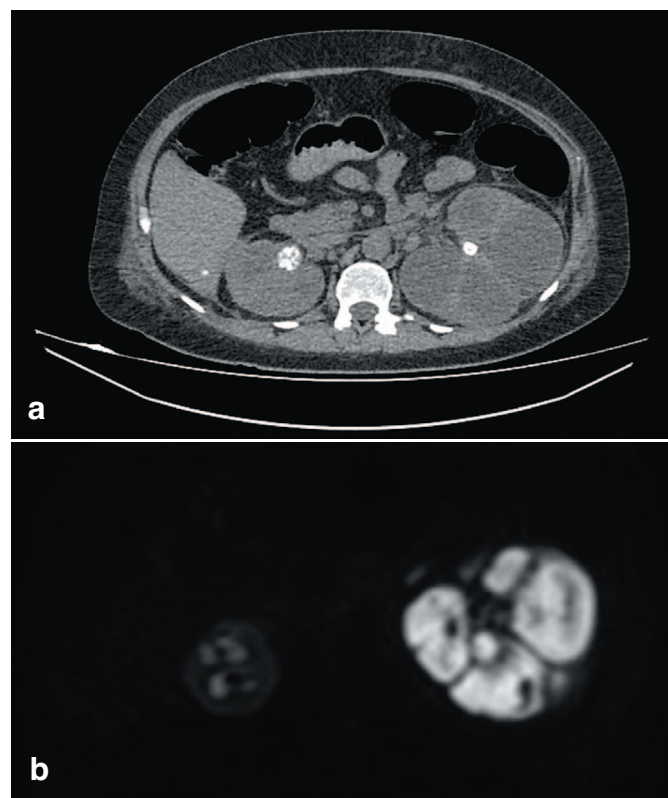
(а) МСКТ венозная фаза, терминальный гидронефроз слева; (б) МРТ-ДВИ режим, пионефроз слева.
